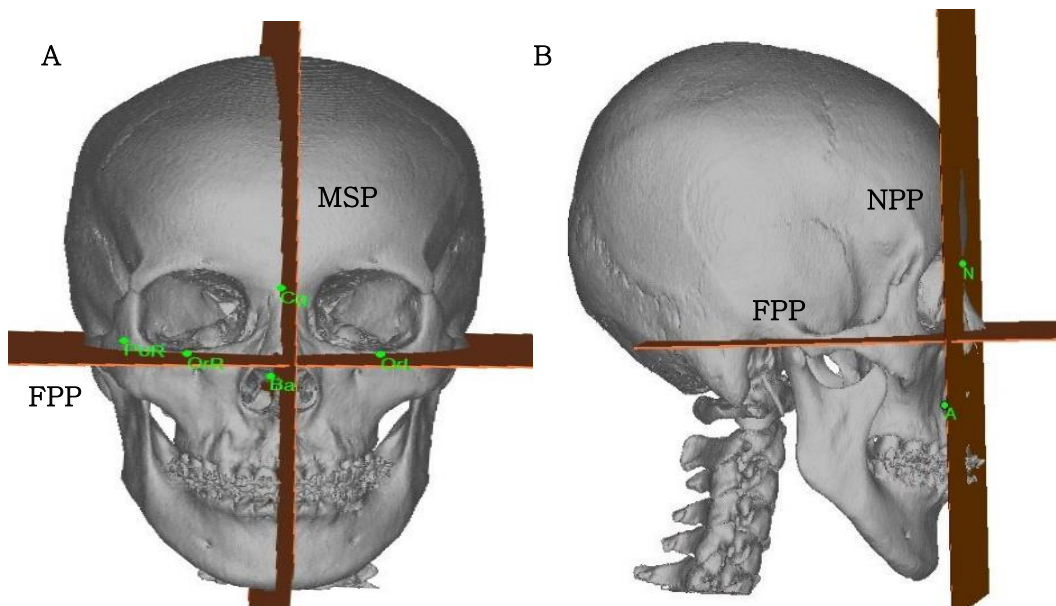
전산화단층촬영 분석을 위한 참조 점 및 평면
